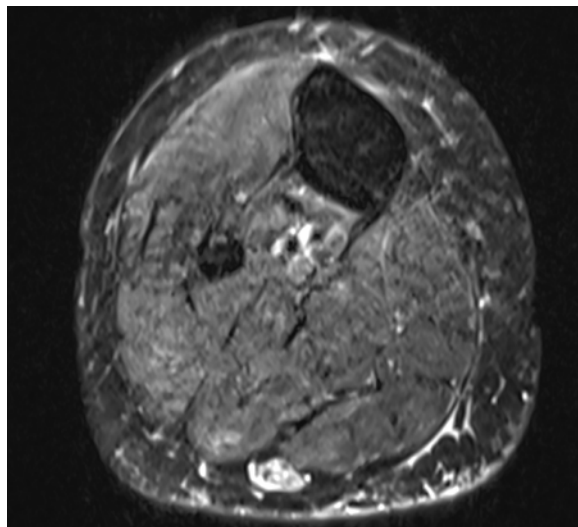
Ressonância magnética da veia safena parva esquerda no plano axial ponderado em T2 com saturação de gordura
